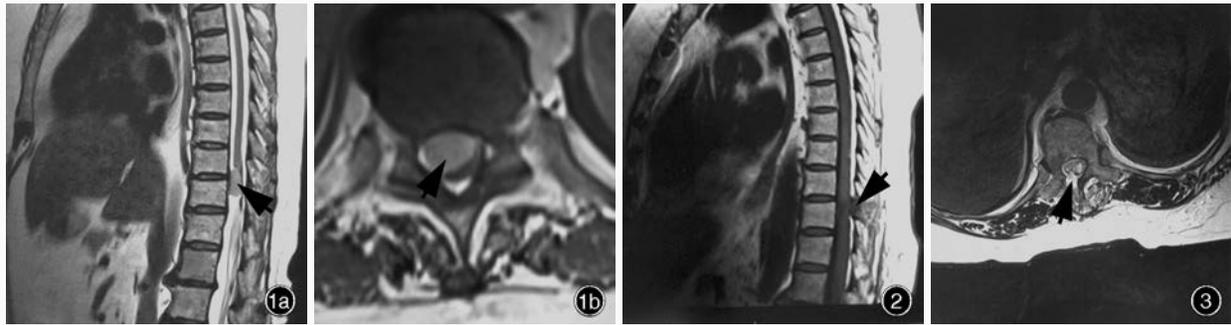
胸椎增强MRI显示,T₁₀节段椎管内脊髓外硬脊膜下占位性病变,病灶位于脊髓圆锥右前方(箭头所示) 1a 矢状位增强自旋回波序列(SE) 1b 横断面增强SE序列 图2 术后矢状位增强SE序列显示肿瘤全切除(箭头所示) 图3 术后横断面增强SE序列显示肿瘤全切除,半椎板切除(箭头所示)
